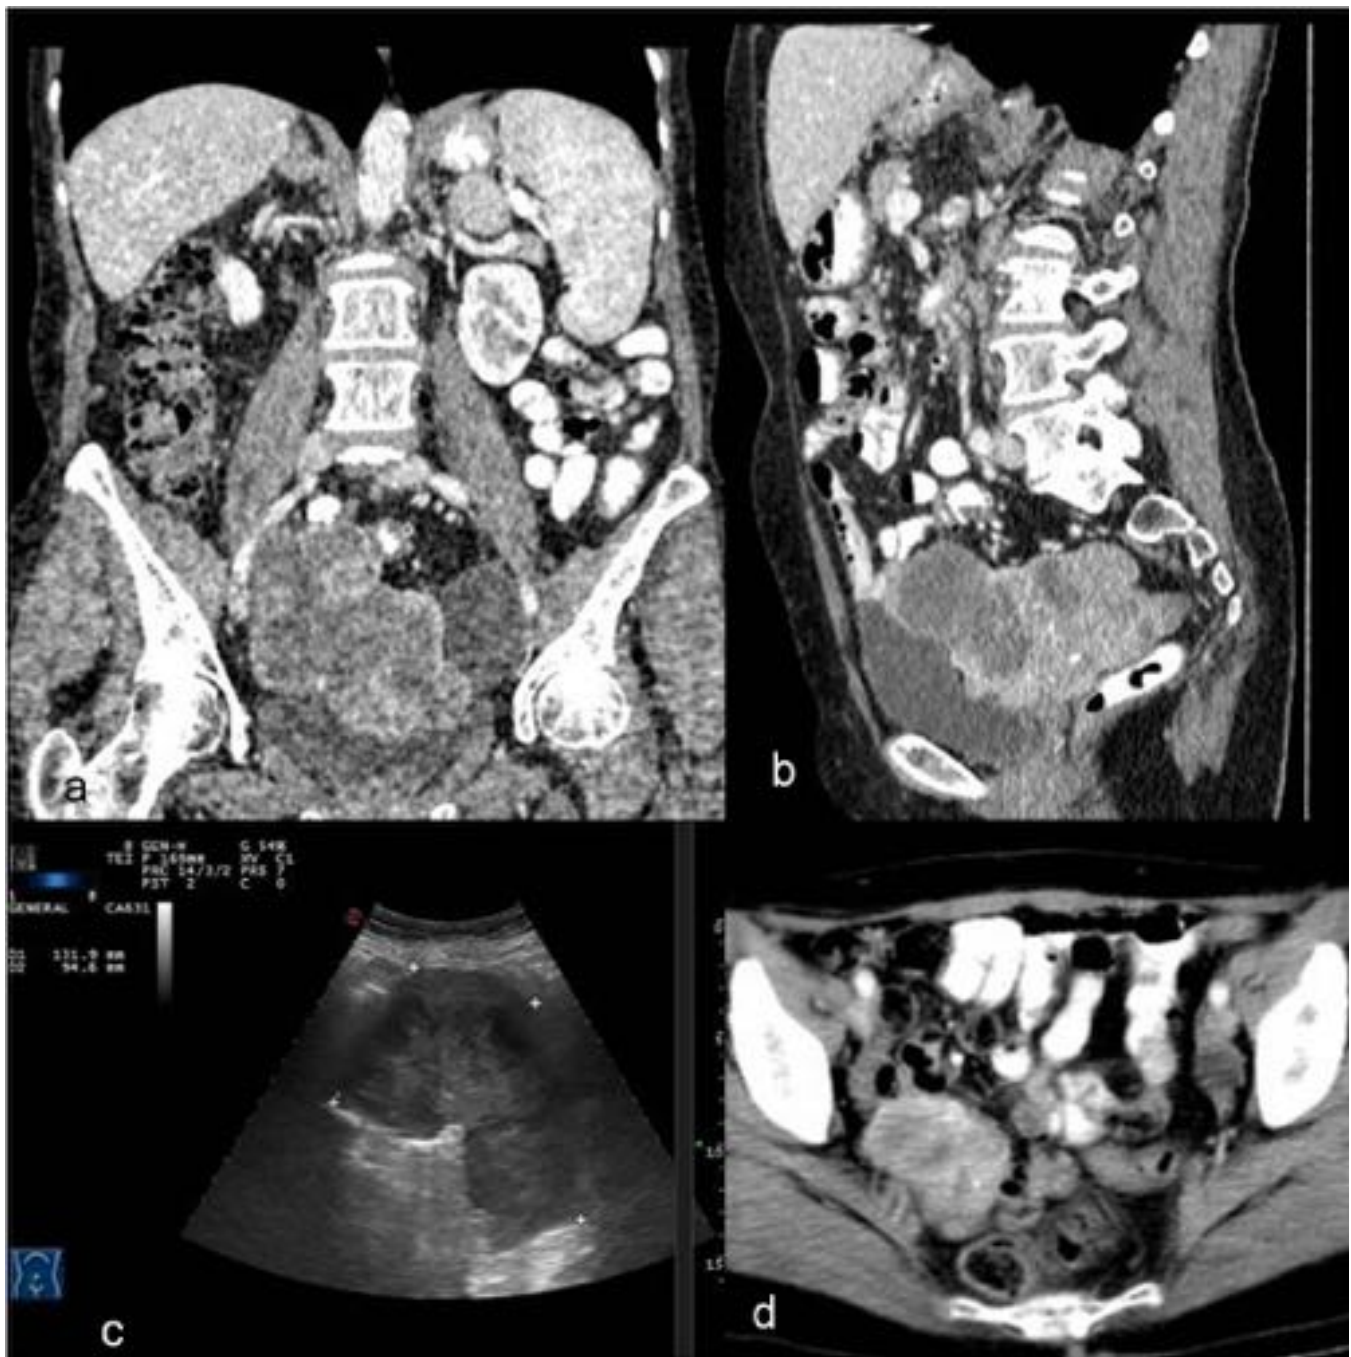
GIST Ileal. Masa pélvica en estudio coronal y sagital de reconstrucción del TC (a y b) e imagen de ecografía (c) de la misma masa. En TC de seguimiento tras la cirugía aparece una recidiva pélvica.(d)
